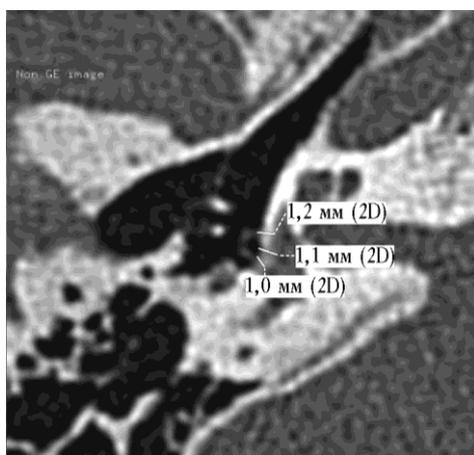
Томограмма пациента Д., 52 года, аксиальная проекция. Замер в передней части подножной пластины составляет 1,2 мм; замер в средней части подножной пластины — 1,1 мм; замер в задней части подножной пластины — 1,0 мм
